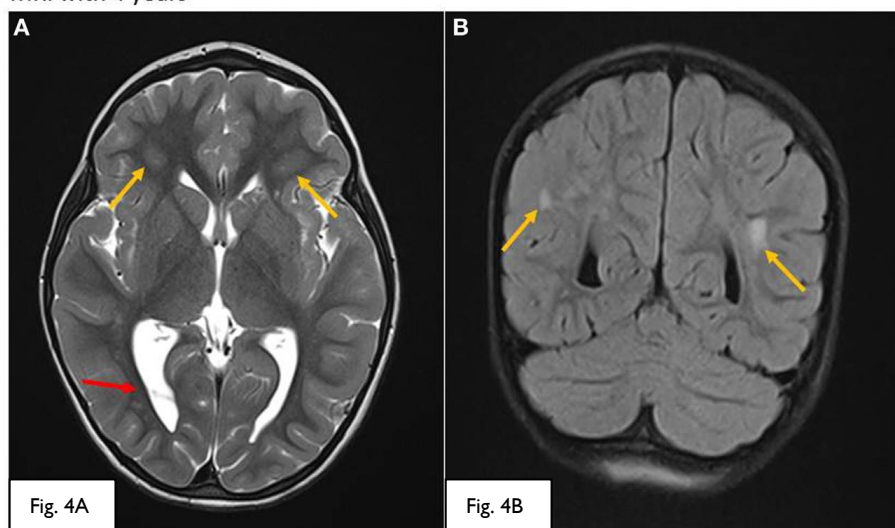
Imagens de ressonâncias magnéticas aos 4 anos de idade. As setas amarelas indicam as marcas residuais das lesões da substância branca por desmielinização e gliose. A seta vermelha indica septos intraventriculares persistentes, especialmente na região occipital.
